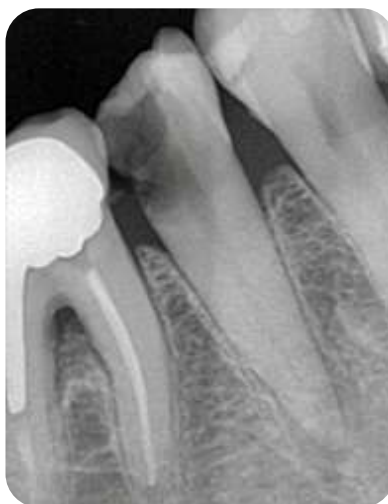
Radiografía preoperatoria del elemento dentario 45
